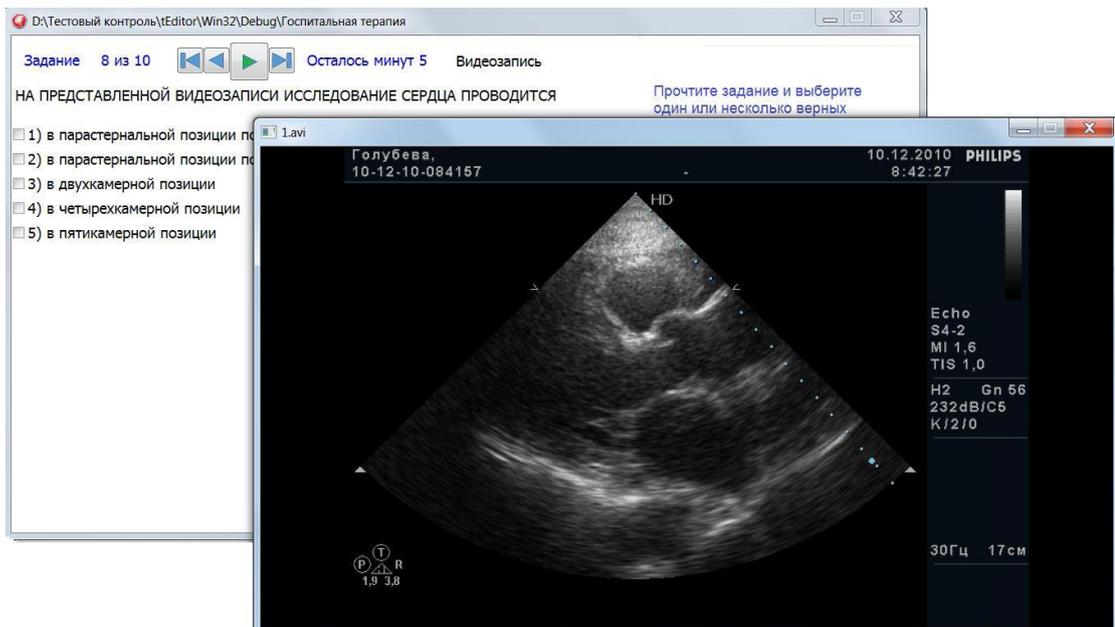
Задание в тестовой форме с прикрепленной видеозаписью эхокардиографического исследования
